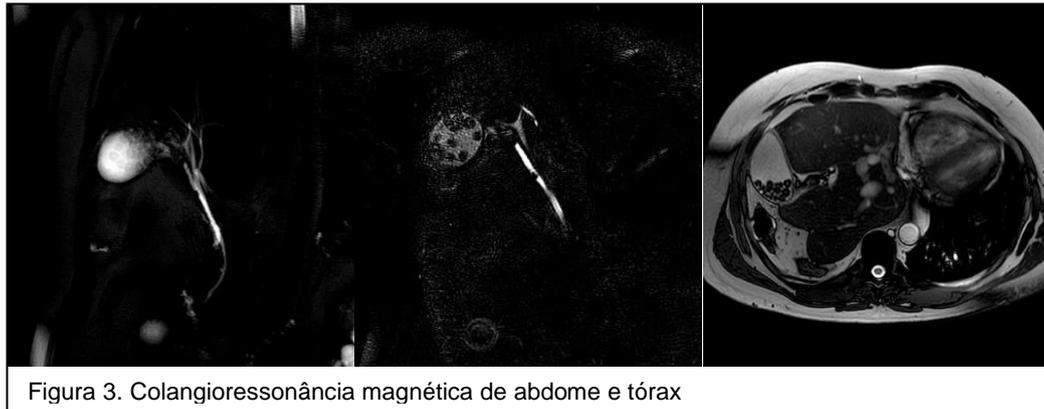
Colangiressonância magnética de abdome e tórax
